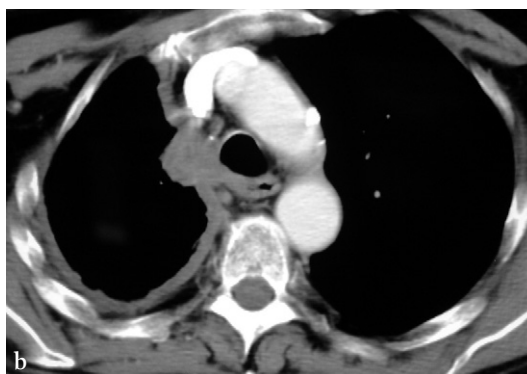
Mésothéliome se révélant par la survenue d'un pneumothorax (a) avec niveau hydroaérique et opacité mal systématisée paracardiaque droite. L'examen TDM (b) montre l'existence d'un épaississement pleural prédominant sur la plèvre médiastinale et postérieure.
